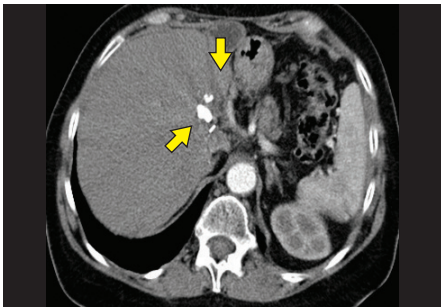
konventionelles CT
